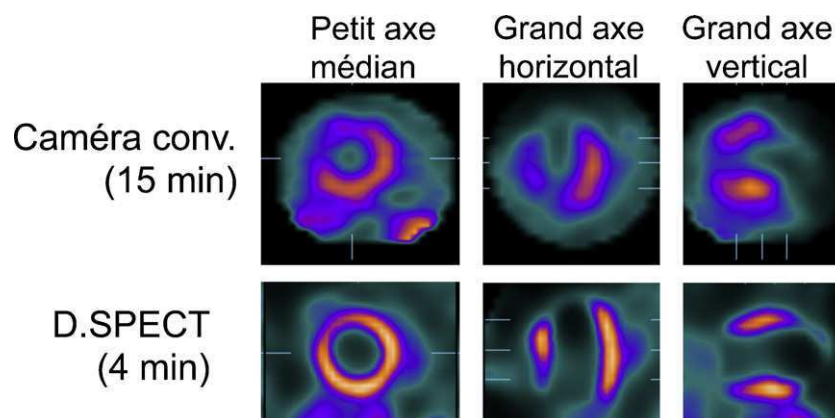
TSM de stress chez un patient obèse en caméra conventionnelle et en caméra D-SPECT.
